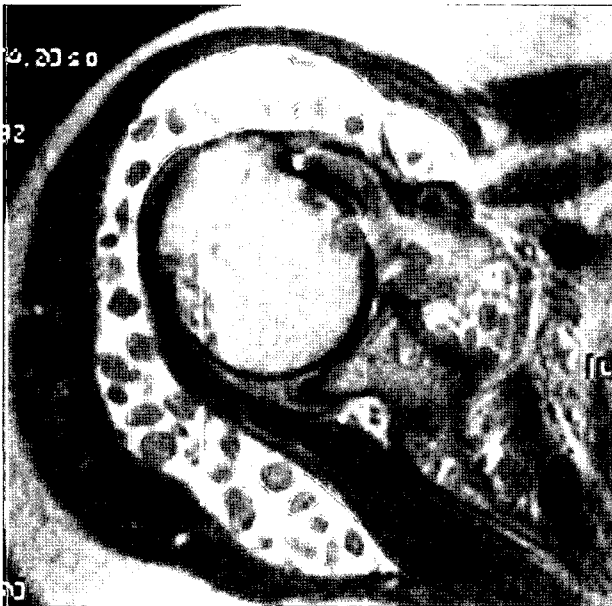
MR imaging showed slightly hyperintense on T2-weighted spin-echo images relative to the hypointense skeletal muscle.
